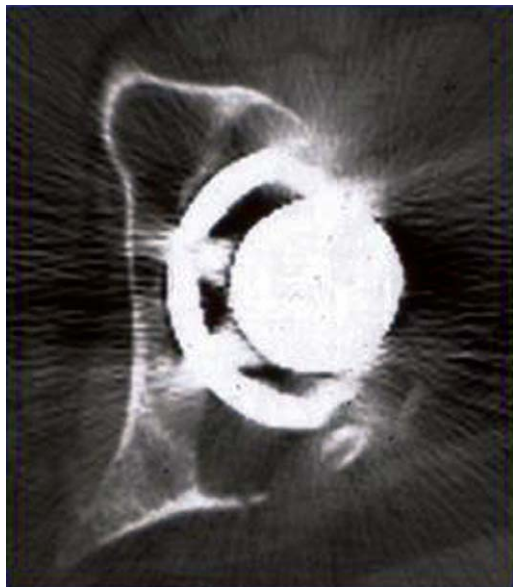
Axial CT image shows the artifact suppressed CT image.
